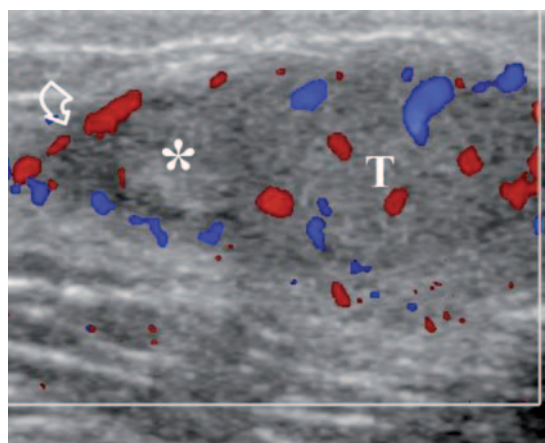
Appendiceal torsion. Longitudinal color Doppler ultrasound scan in a 12-year old boy presenting with acute scrotal pain showing a hyperechoic, rounded mass (*) between the testis (T) and the head of the epididymis (curved arrow).
